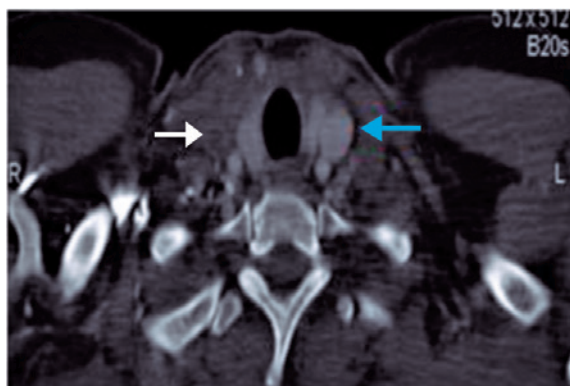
Tomografia computadorizada de cervical evidenciando trombose de veia jugular interna direita (seta branca) e jugular interna esquerda pérvia (seta azul).
